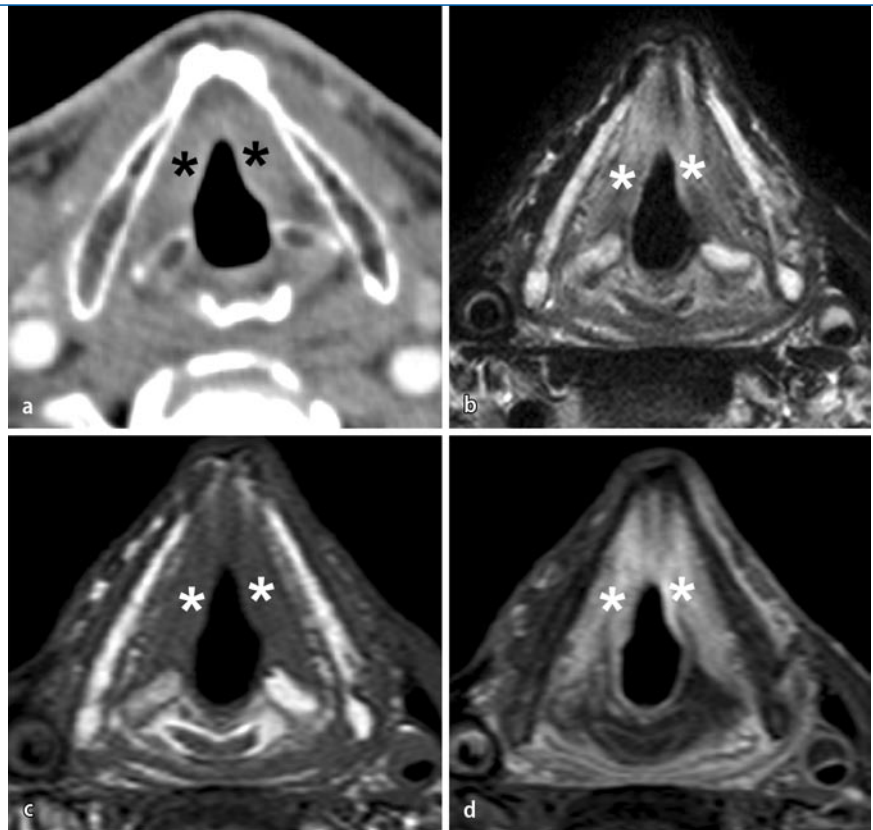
▲ a Beidseitiger Stimmbandtumor auf Höhe der Glottis ohne Befall des Schildknorpels, axiales CT-Bild nach KM-Gabe (Asterisks). Der Schildknorpel ist vollständig ossifiziert mit einem fetthaltigen und somit relativ hypodensen Markraum, der von einer hyperdensen Kortikalis umgeben ist. Bilateraler Stimmbandtumor (Asterisks) beim gleichen Patienten mit Beteiligung der vorderen Kommissur und ohne Beteiligung des paraglottischen Raums, axiales T2-FSE-Bild (b), T1-FSE (c) und T1-SE nach KM-Gabe und mit Fettunterdrückung (d). Beachte das charakteristische Verhalten von ossifiziertem Knorpel im MR. Aufgrund seines Fettgehalts ist der Markraum des Schildknorpels hyperintens auf T2-FSE- und T1-FSE-Bildern. Auf den fettsupprimierten T1-SE-Bildern nach KM-Applikation lässt sich keine KM-Aufnahme feststellen. Die Kortikalis ist hypointens auf allen Sequenzen (s. Text)
